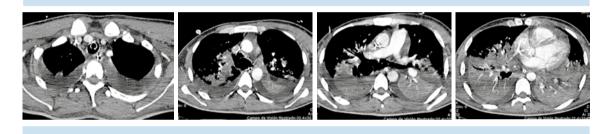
Tomografía de tórax, en fase contrastada, con ventana para mediastino y con ventana para parénquima pulmonar.
